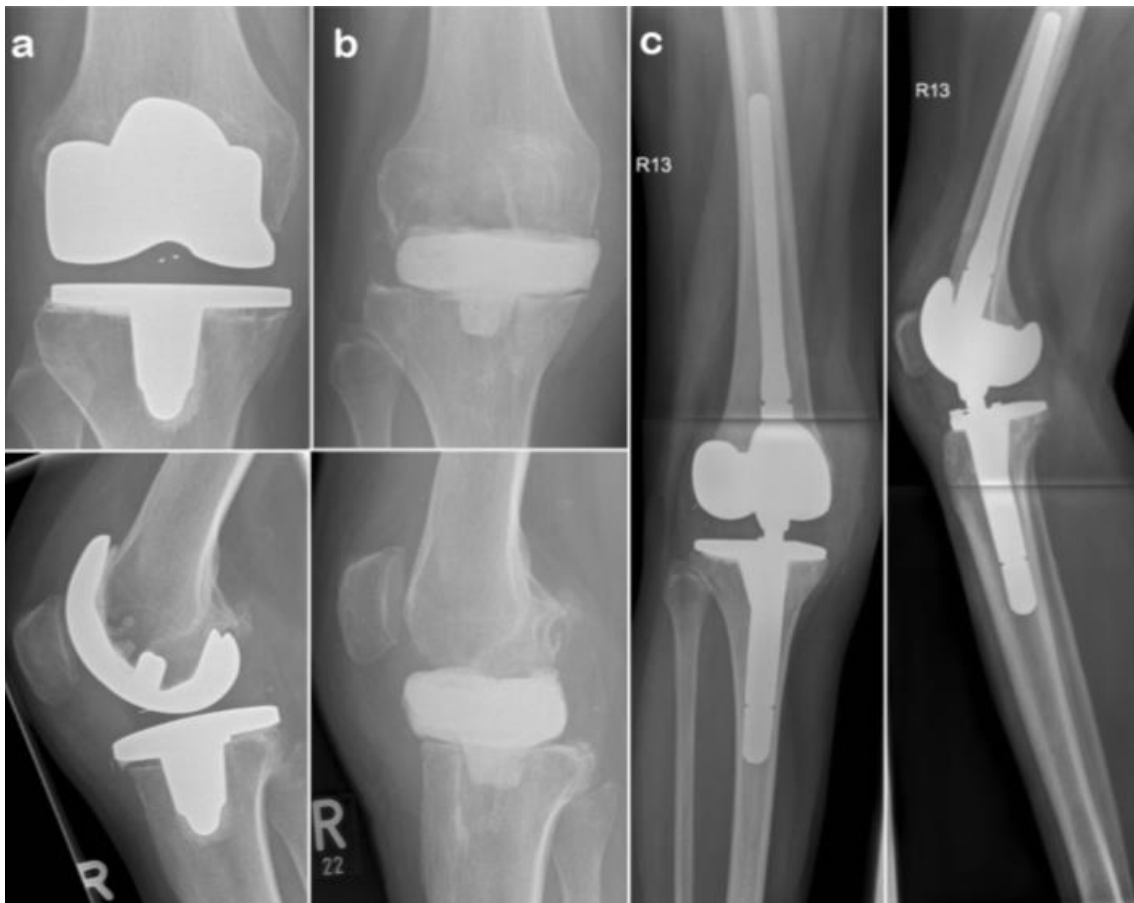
Röntgenbilder eines Patienten mit Oberflächenersatz und periprothetischer Infektion (a). Mehrzeitiger Prothesenwechsel: nach Prothesenexplantation und Implantation eines starren Spacers (b) erfolgt nach Infektremission die Gelenkrekonstruktion mittels zementfreier gekoppelter Revisions-Knieprothese (RHK) (c).
